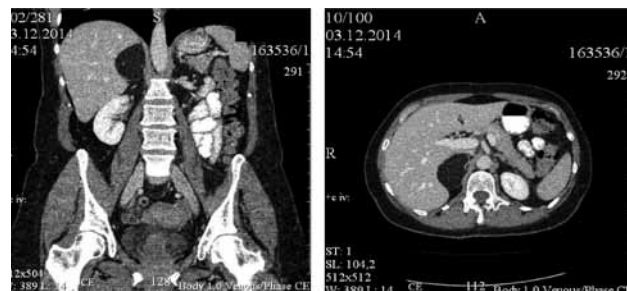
Миелолипома правого надпочечника. Компьютерная томограмма. Венозная фаза.
